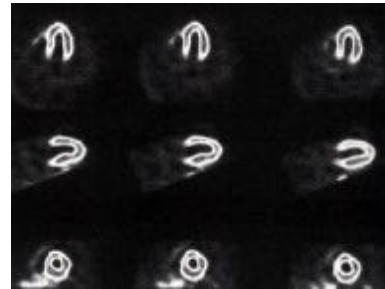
SPECT Schnittbild des Herzens.
